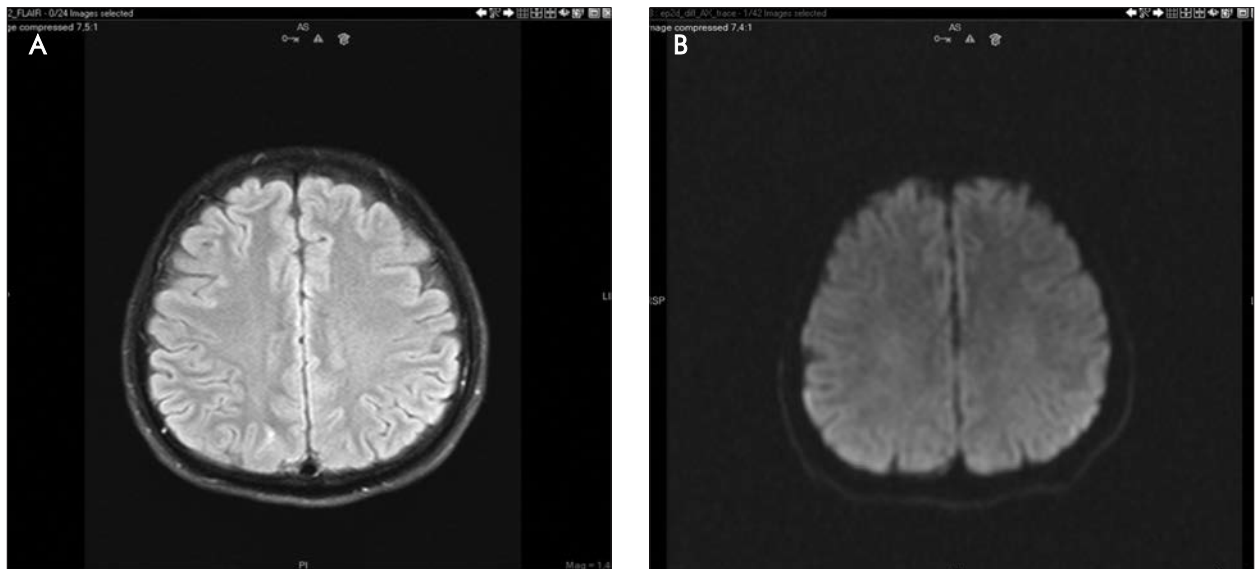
One month later, T2-FLAIR and diffusion-weighted sequence
